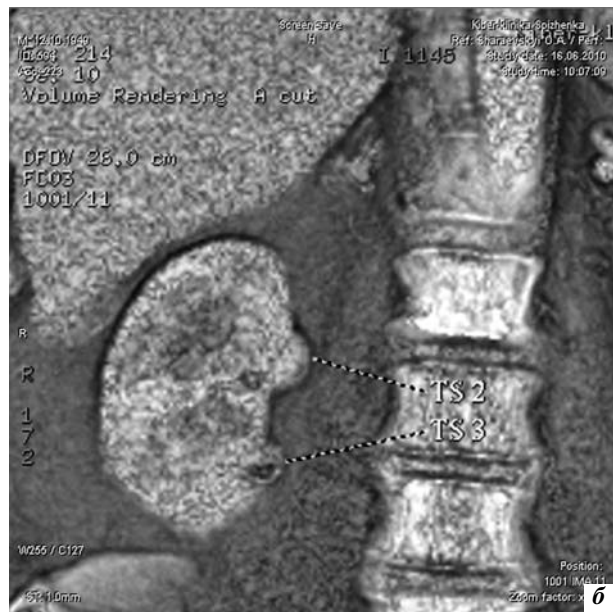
а – Метастазы в единственную почку. Компьютерная томограмма. б – Метастазы в единственную почку. Компьютерная томограмма с ангиографией, 3D-реконструкция.
